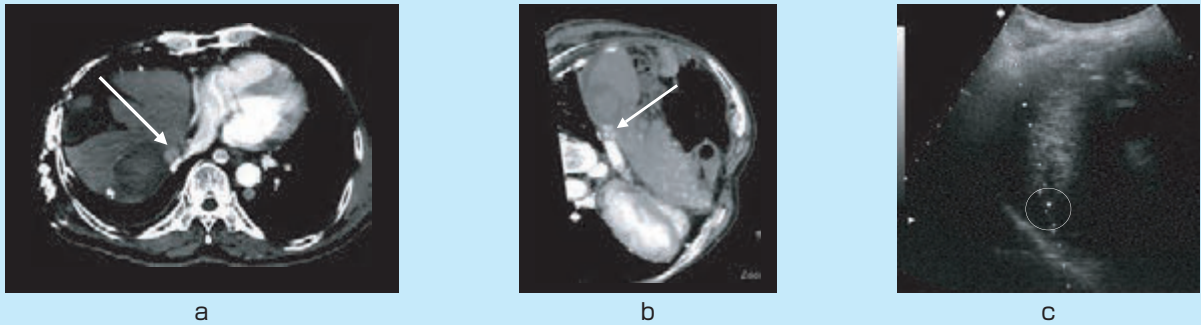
造影エコーが役に立たない深部病変に対する仮想超音波の支援によるRFA
